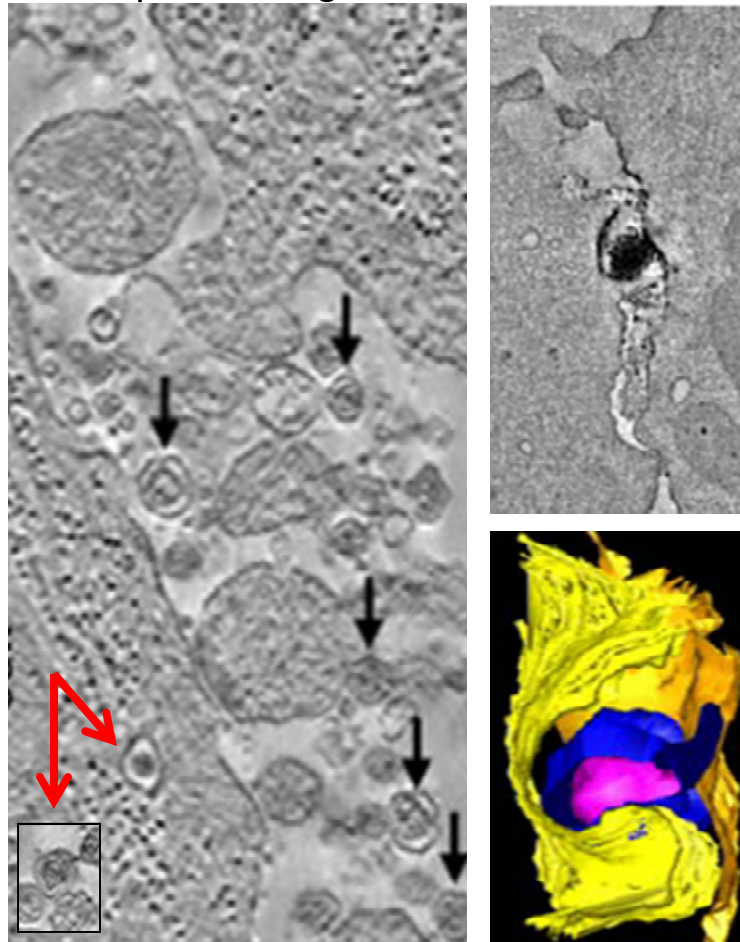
Tomografia eletrônica de célula infectada pelo HTLV-1 de linhagem contínua (MS9) em contato com linfócitos não infectados (figura da esquerda). Os vírus livres (indicados pelas setas pretas) se encontram em “sinapses virais” entre uma célula e outra. As setas vermelhas indicam uma estrutura semelhante a vírus na superfície da célula infectada MS9. Na figura da direita é possível verificar um vírus cercado pelas membranas das duas células. (Fonte: Adaptado de Majorovits et al., 2008 – PLoS One)
